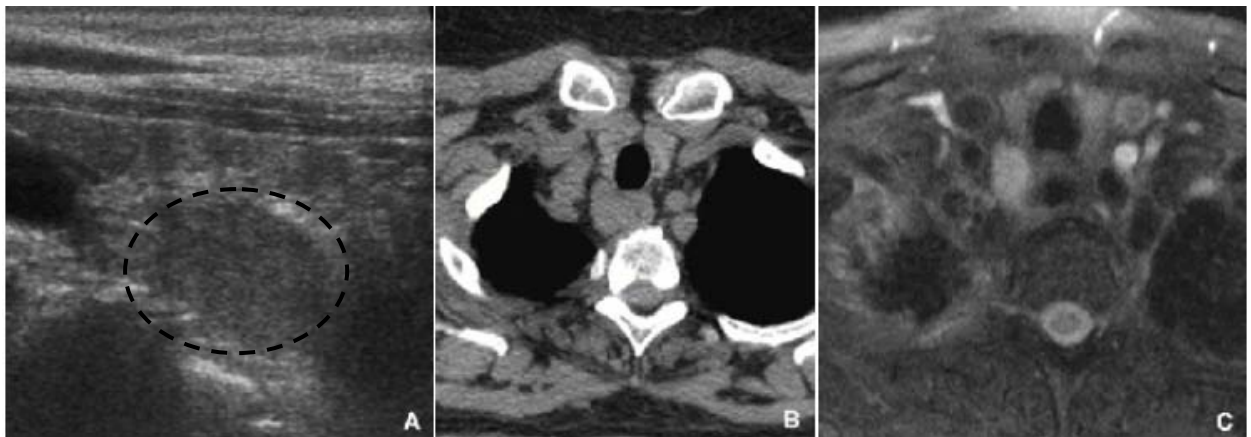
[135] : L'échographie (A), le scanner sans injection (B) et l'IRM (C) en pondération T2 montrent une image postérieure droite en ectopie latéro-œsophagienne correspondant à un adénome supérieur en ectopie basse.
